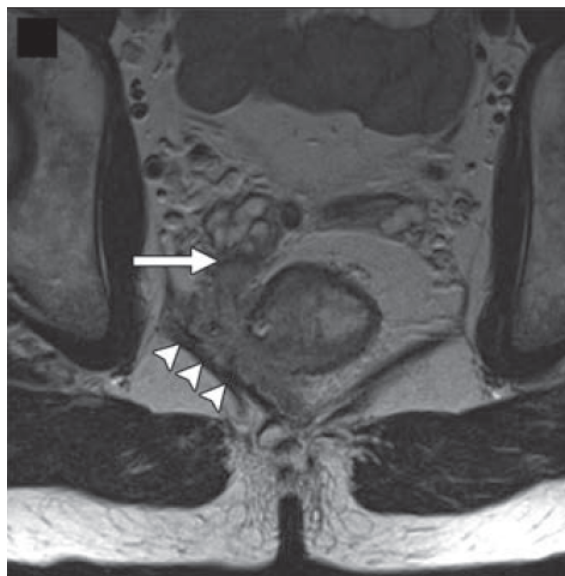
Coupe oblique pondérée T2 en IRM d'une tumeur rectale envahissant la vésicule séminale droite (flèche) et le muscle releveur de l'anus homolatéral (tête de flèche)
